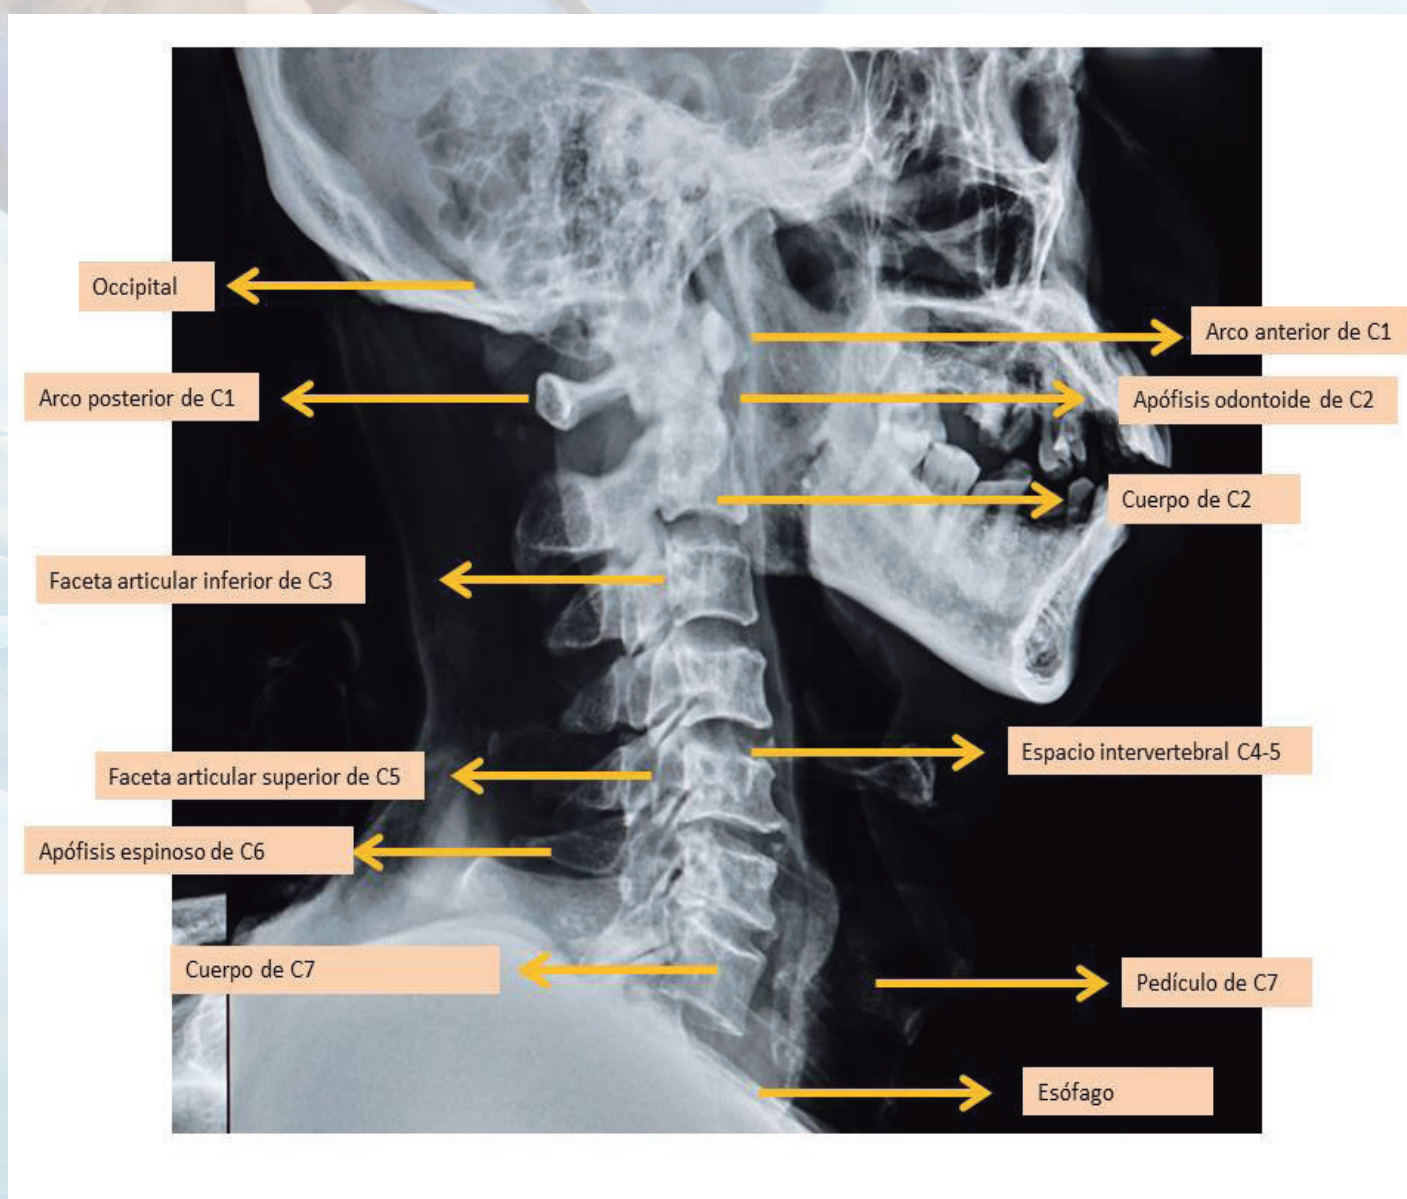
Radiografía de perfil normal.
